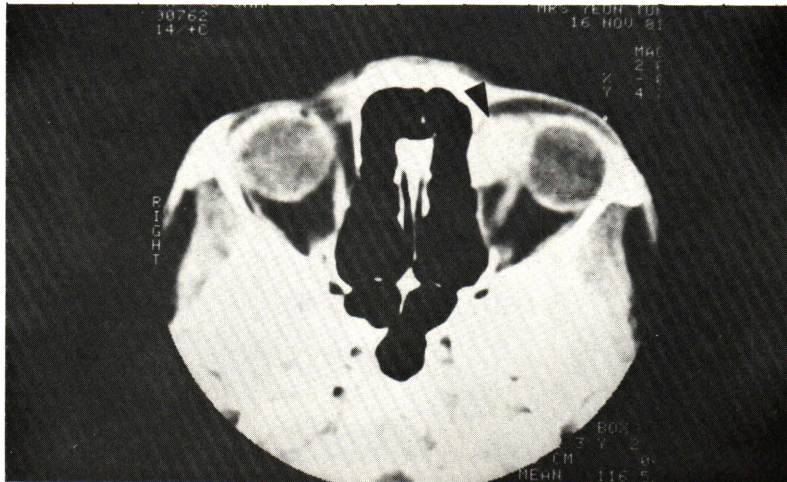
Histiocytosis X. Axial CT scan of 42 year-old female with palpable mass at left medial eye for 6 months showed homogeneously enhanced well circumscribed isodense mass at extraconal medial aspect of the left orbit (arrow head) displacing medial rectus muscle laterally. Local bone thinning at medial orbital wall was demonstrated.
